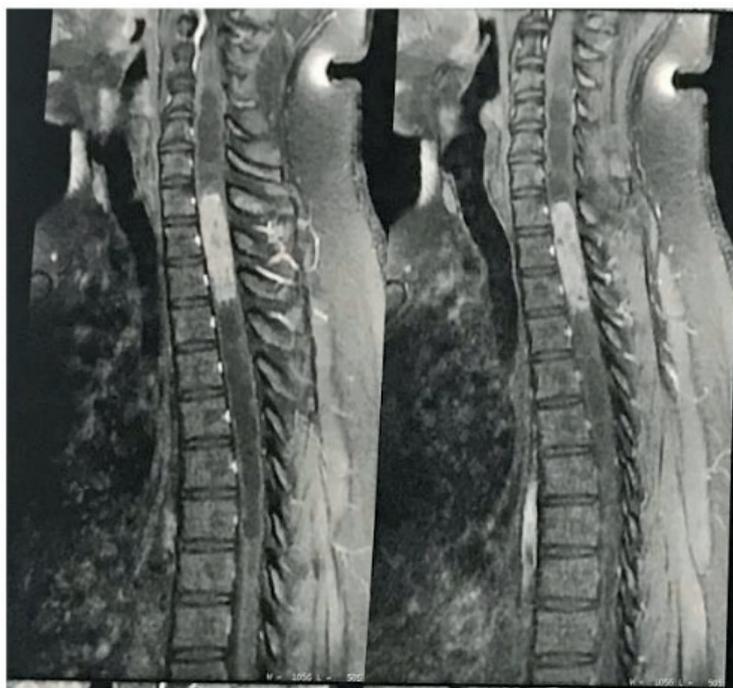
Imagem da ressonância magnética de coluna dorsal demonstrando a lesão intramedular expansiva.
